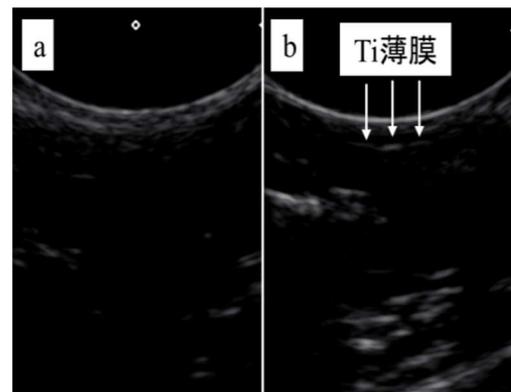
埋植 2 週間後に観察した試料のエコー像 (a: 未スパッタ試料, b: 膜厚 2000 nm 試料)
